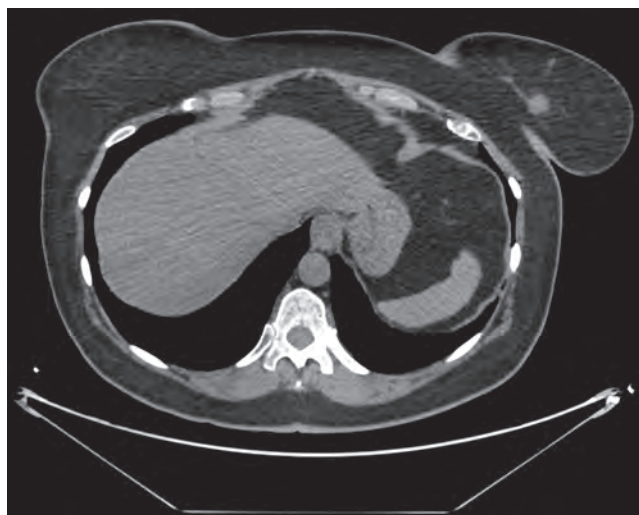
КТ-картина опухоли левой молочной железы
